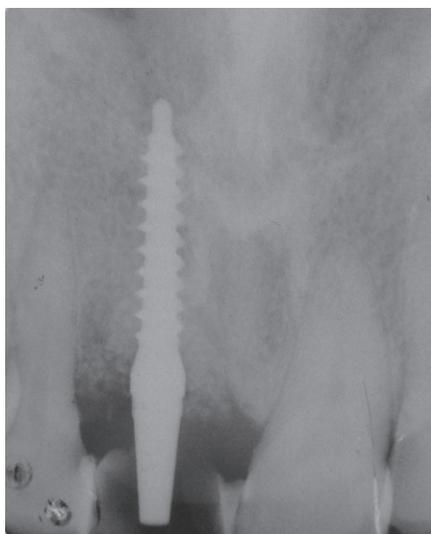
Raio X periapical final.
